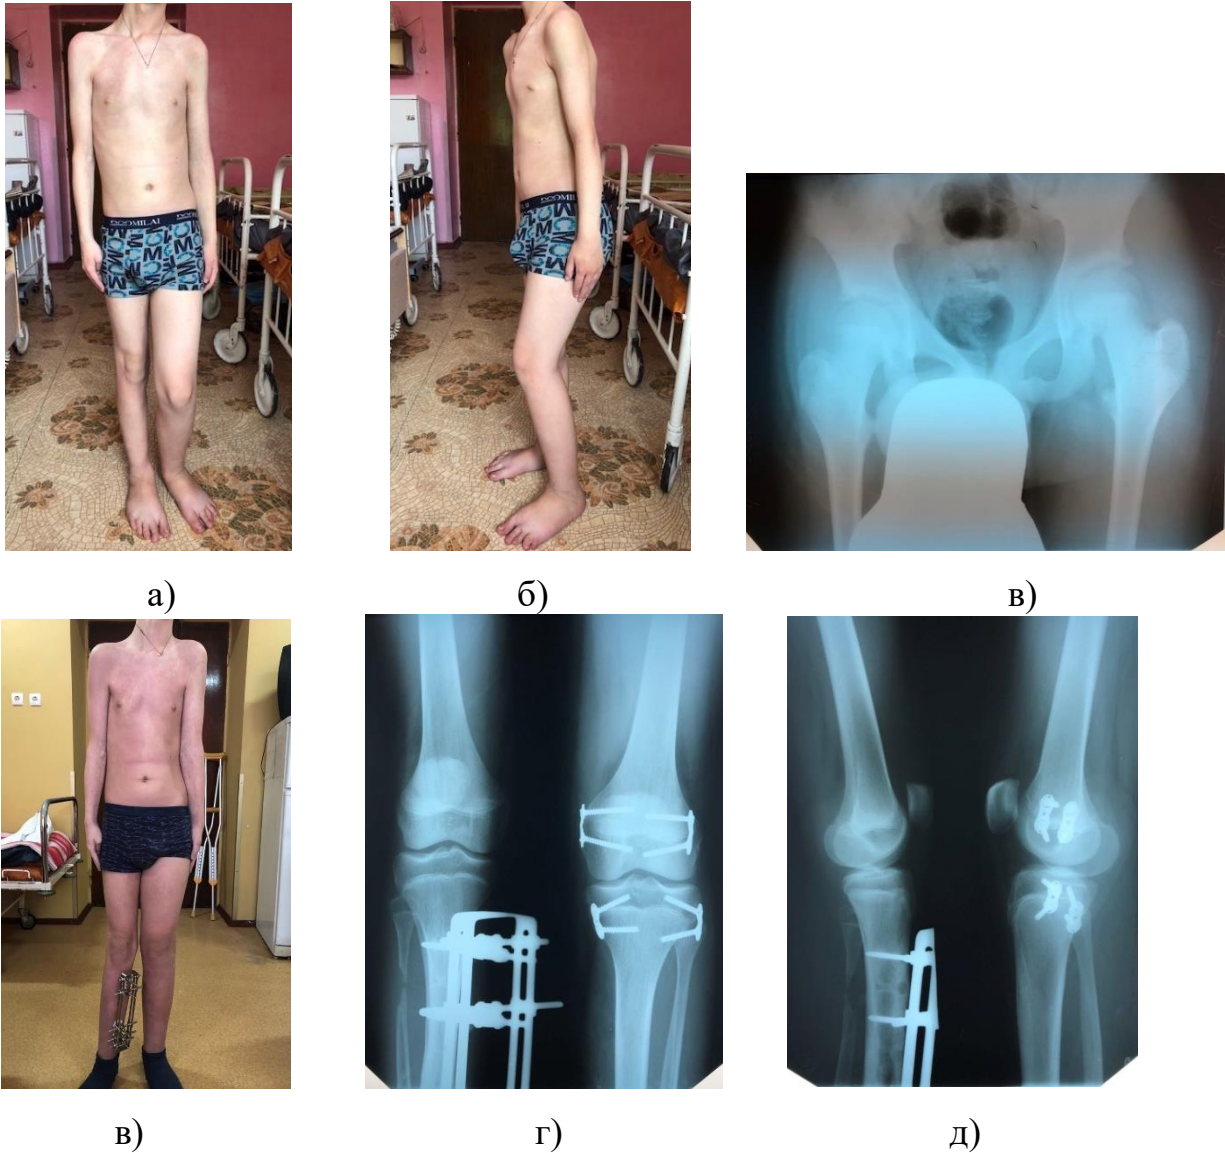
Клінічний приклад комбінації методів хірургічного лікування РДНК: тимчасового блокування у ділянці дистальної зони росту стегнової та проксимальної зони росту великогомілкової кістки із застосуванням 8-подібних пластинок та видовження гомілкового сегменту здорової кінцівки в стержневому АЗФ: пацієнт Ц., 13 років із ВМ лівої нижньої кінцівки та РДНК 7,5 см: а) зовнішній вигляд пацієнта спереду; б) зовнішній вигляд пацієнта з боку видовженої кінцівки в) рентгенографія кульшових суглобів в передньо-задній проекції – перекос таза вправо; г) вигляд пацієнта в процесі корекції довжини нижніх кінцівок – відновлення довжини нижніх кінцівок; д-е) рентгенографія колінних суглобів в передньо-задній та боковій проекціях після закінчення подовження кісток гомілки.
